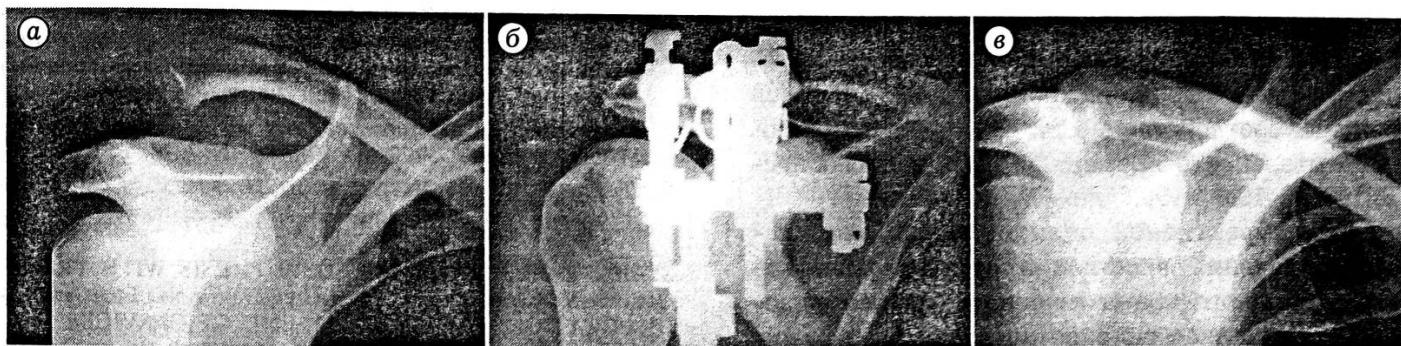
Рентгенограммы больного В. с полным вывихом акромиального конца правой ключицы.
